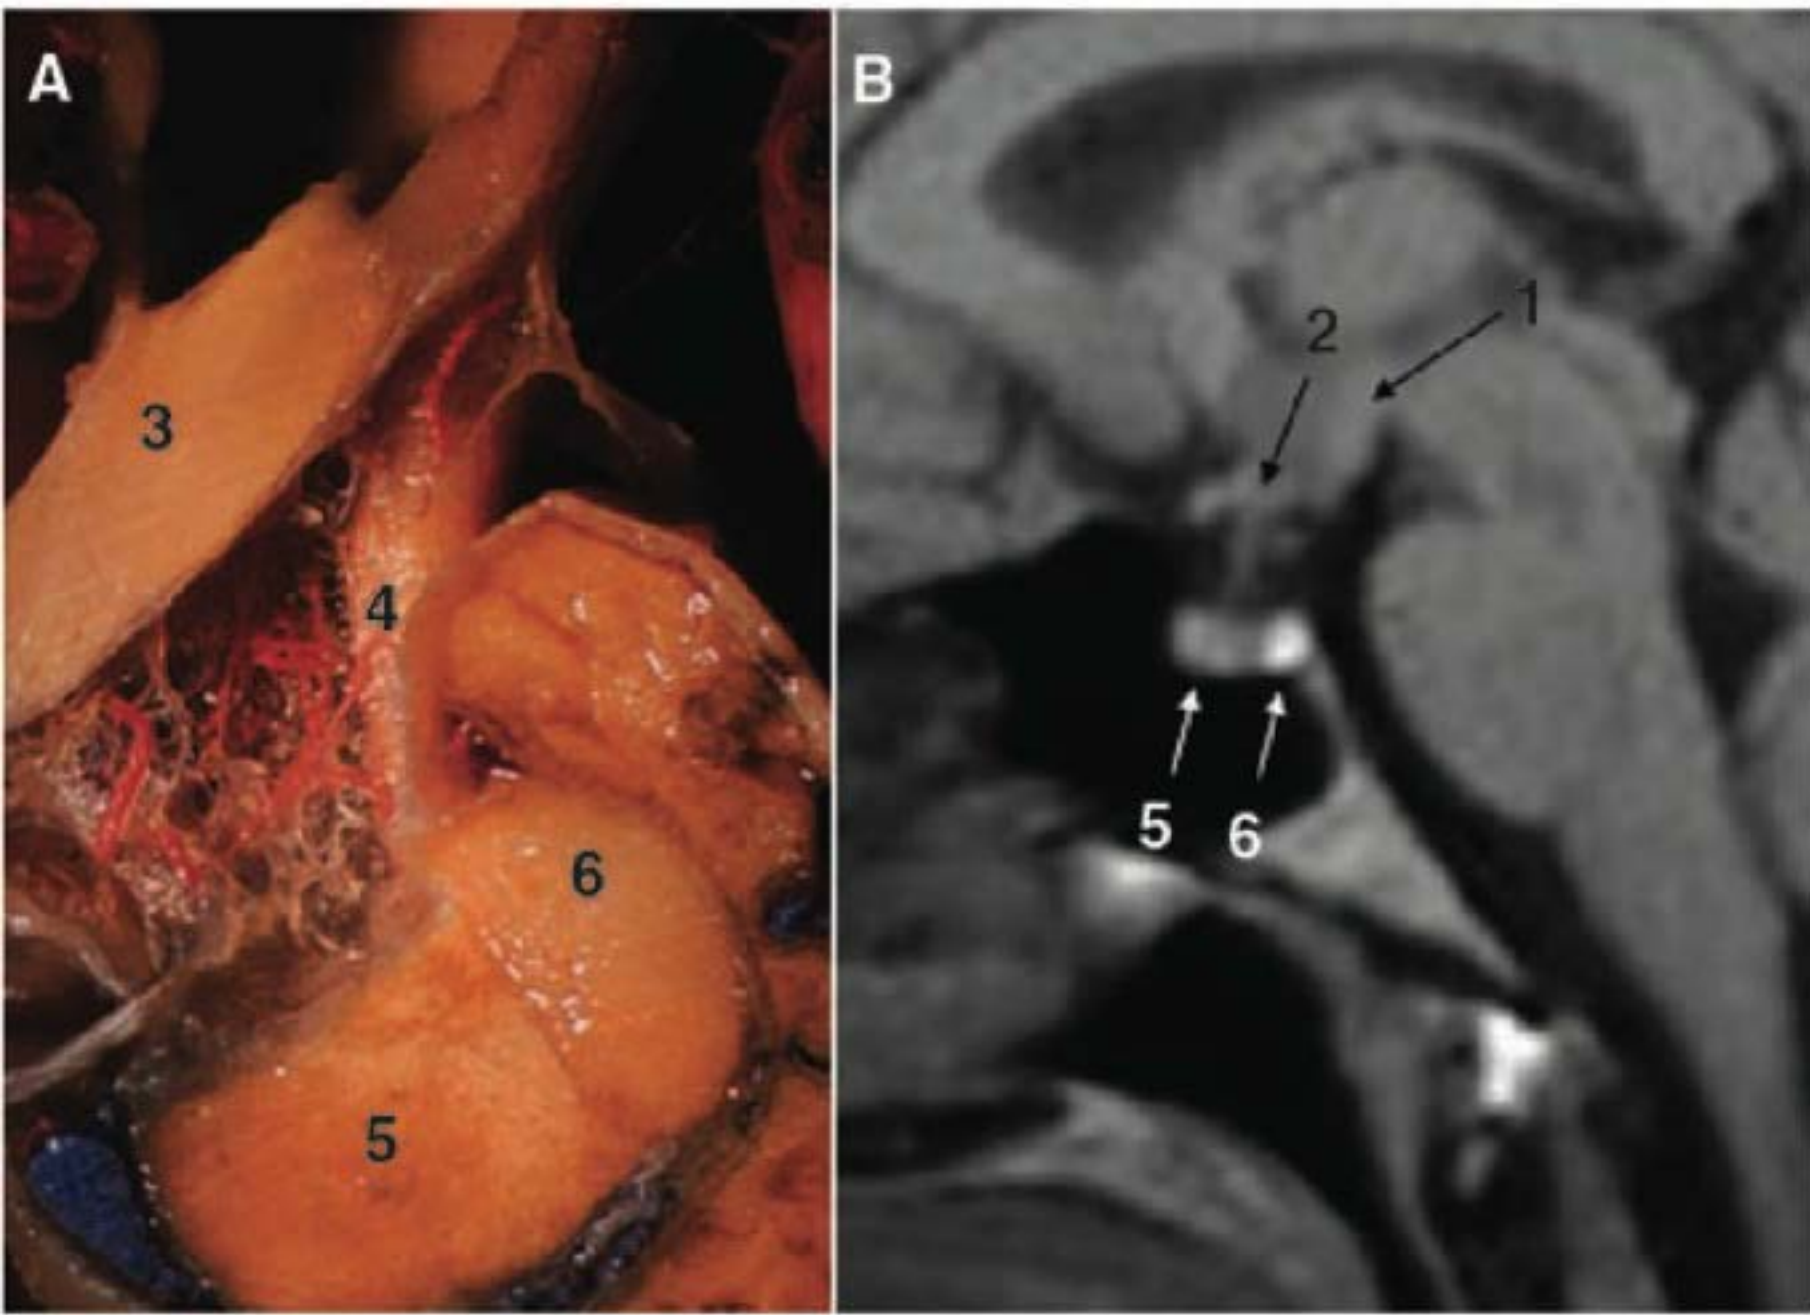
Anatomia normal (A) e ressonância magnética (B) da região hipotálamo-hipofisária. 1; corpo mamilar; 2; recesso infundibular e túber cinéreo; 3; quiasma óptico; 4; haste hipofisária; 5; adeno-hipófise; e 6; neuro-hipófise. Comparando-se a adeno e a neuro-hipófise em (A) e (B), nota-se a imagem brilhante, hiperintensa da neuro-hipófise observada na imagem vista na ressonância magnética. (Modificado de Santos AC, Elias Jr. J. Avaliação radiológica da hipófise e hipotálamo. In: Antunes-Rodrigues J, Moreira AC, Castro M, Elias LK (eds.). *Neuroendocrinologia Básica e Aplicada*. Rio de Janeiro: Guanabara Koogan, 2005.)
